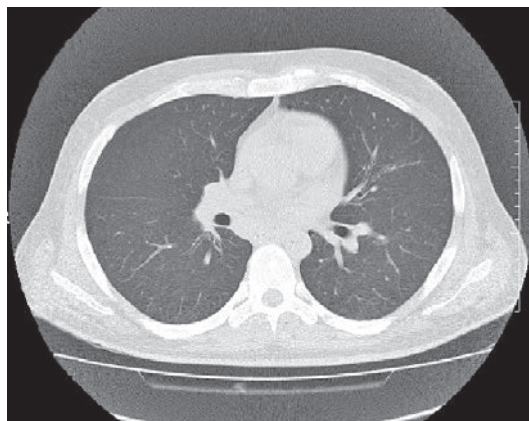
Мультиспіральна КТ ОГП під час госпіталізації
